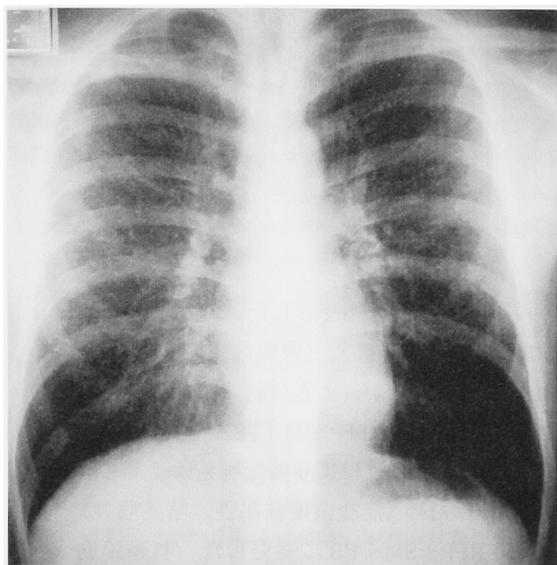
Chest radiography shows miliary nodules in both lungs.
